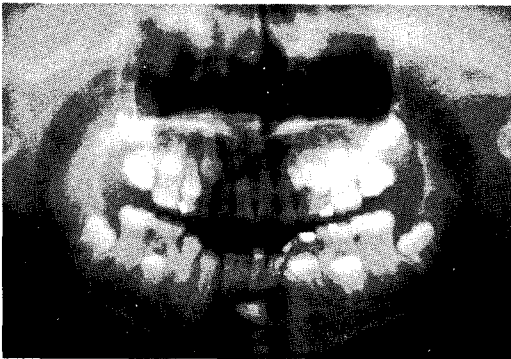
초진시 파노라마 방사선 사진으로 하악 좌측 견치가 하악전치 하방으로 매복되어있다.
